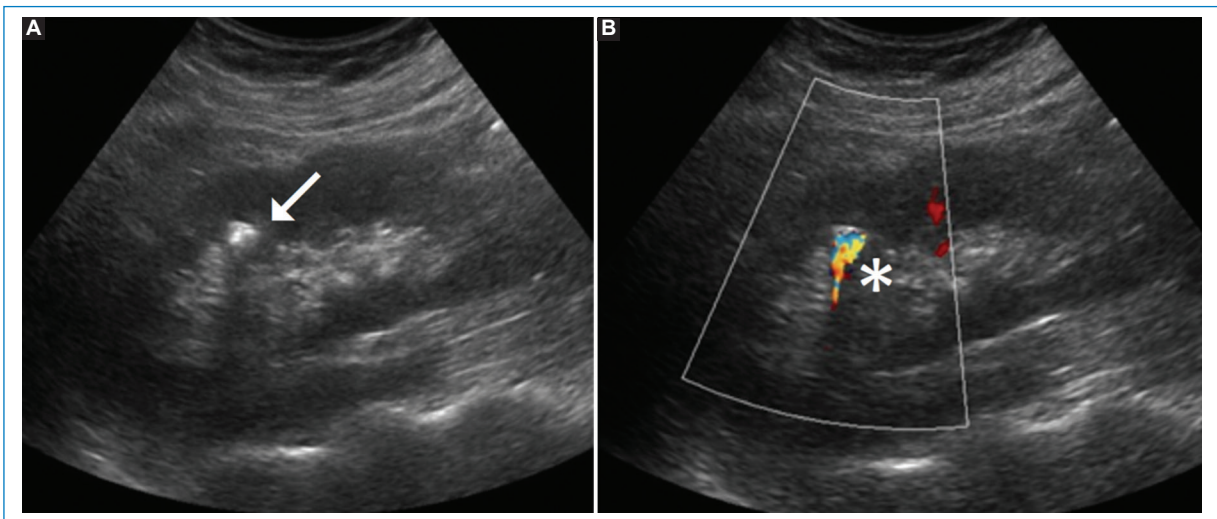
(A) Ecografía renal con imagen litíásica en grupo calicial superior (flecha). En escala de grises se visualiza la sombra acústica posterior. (B) Evaluación Doppler color: se reconoce el artefacto de centelleo (asterisco).
